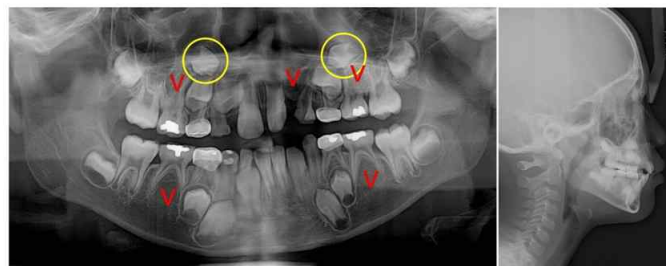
Pretreatment panoramic radiograph and lateral cephalogram. Pretreatment panoramic radiograph shows impacted maxillary canines and multiple missing.
